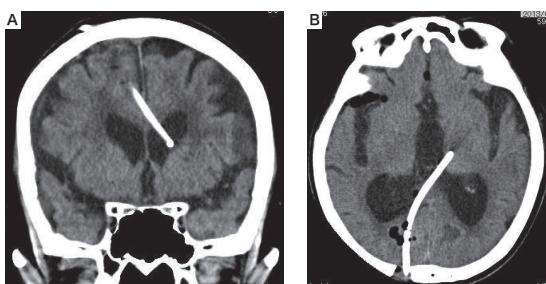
Impressive cases of misplacement of ventricular catheter (A) A postoperative CT scan in the coronal. The ventricular catheter was inserted from right Kocher's point into contralateral ventricle beyond the midline. (B) A postoperative CT scan in the axial. The ventricular catheter pierced into the contralateral thalamus via the quadrigeminal cistern.
